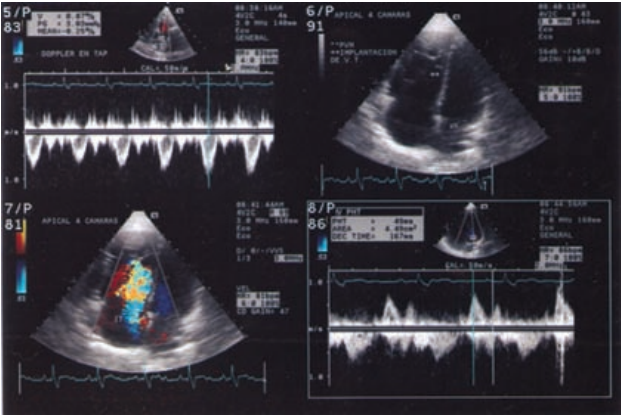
Ecocardiografía Doppler a color, vista de las cuatro cámaras: dilatación importante de la aurícula y el ventrículo derechos e insuficiencia tricuspídea grave. Valva septal con implantación baja y 59% de atrialización del ventrículo derecho. Leve comunicación interauricular.
